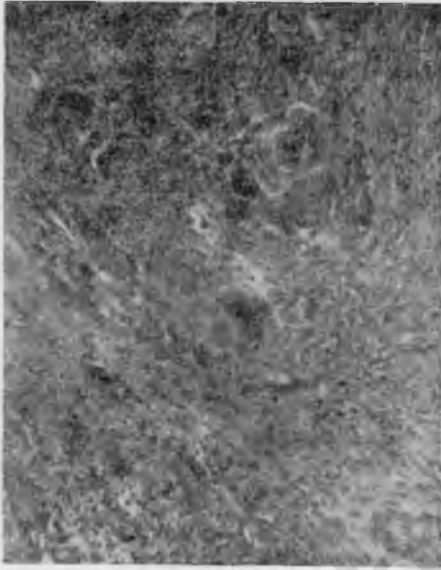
Рак шейки матки после сочетанного лучевого лечения в виде рентгенотерапии 4800 г и радиевой терапии 5334 мэч. Раковые комплексы в состоянии дегенерации с образованием многоядерных гигантских клеток (большое увеличение).
